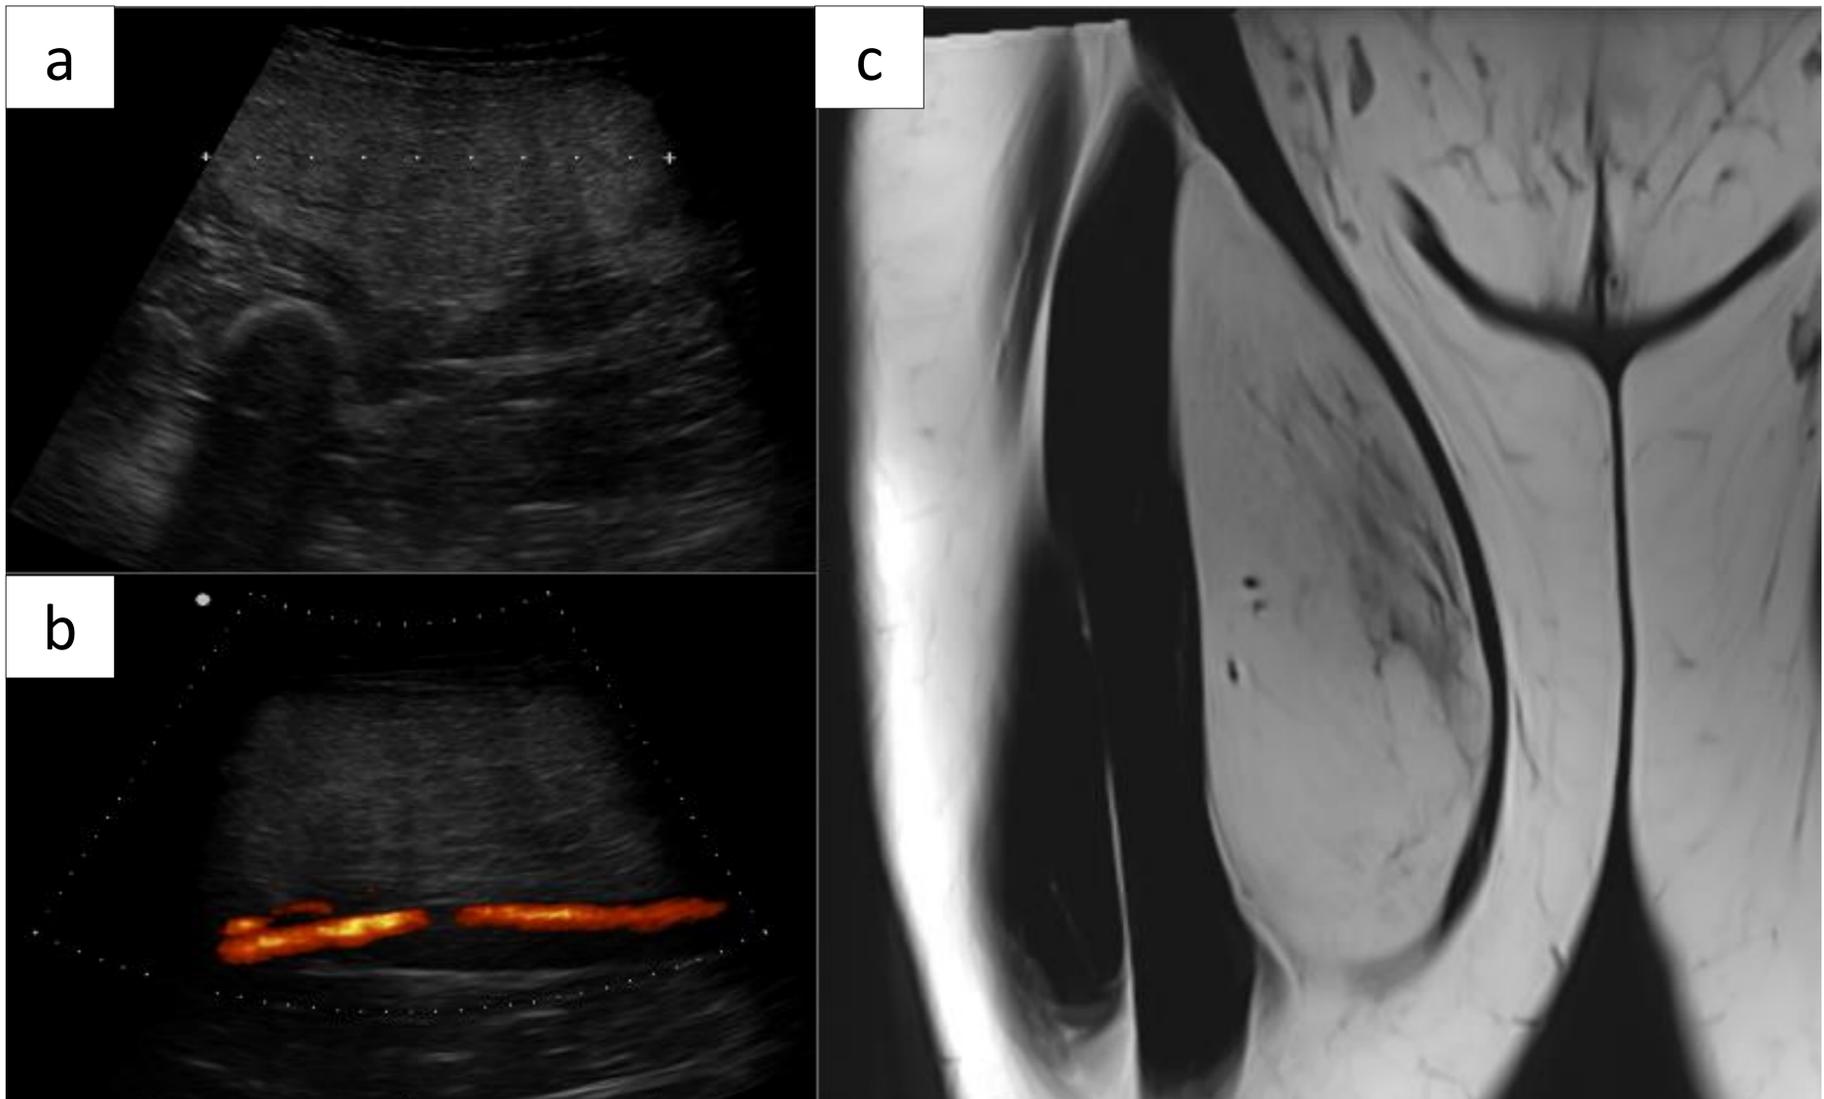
Liposarcoma de bajo grado. Lesión de tamaño superior a 5 cm de localización intermuscular en muslo derecho, hiperecogénica, homogénea, de bordes bien definidos. Desplazamiento de vasos periféricos sin evidenciar vascularización intratumoral (b). Se decide realización de RM dada la localización profunda y su tamaño, apreciando áreas no lipomatosas en su interior (c).
